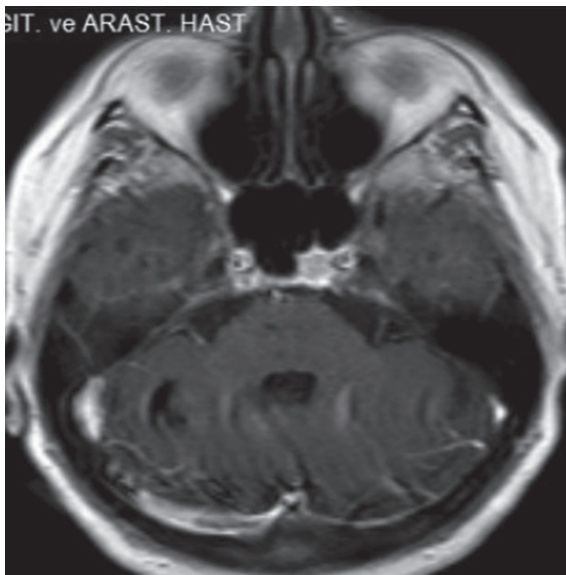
(a,b). Kırk yedi yaşında meme ca ile takip edilen kadın hastada (a) Kontrastlı aksiyel T1A SE bilateral oksipital lobda ve sol temporal lobda izlenen metastatik lezyonlar, (b) Kontrastlı aksiyel T1A FLAIR SENSE'de sınırları daha belirgin ve kontrastlanması daha fazla olduğu dikkati çekmektedir. Sağ oksipital lobdaki milimetrik boyutlu lezyon T1A SE görüntüde lezyon çapı daha küçük görünmekte olup, T1A FLAIR görüntüde daha büyük ölçülmüştür (beyaz ok).
